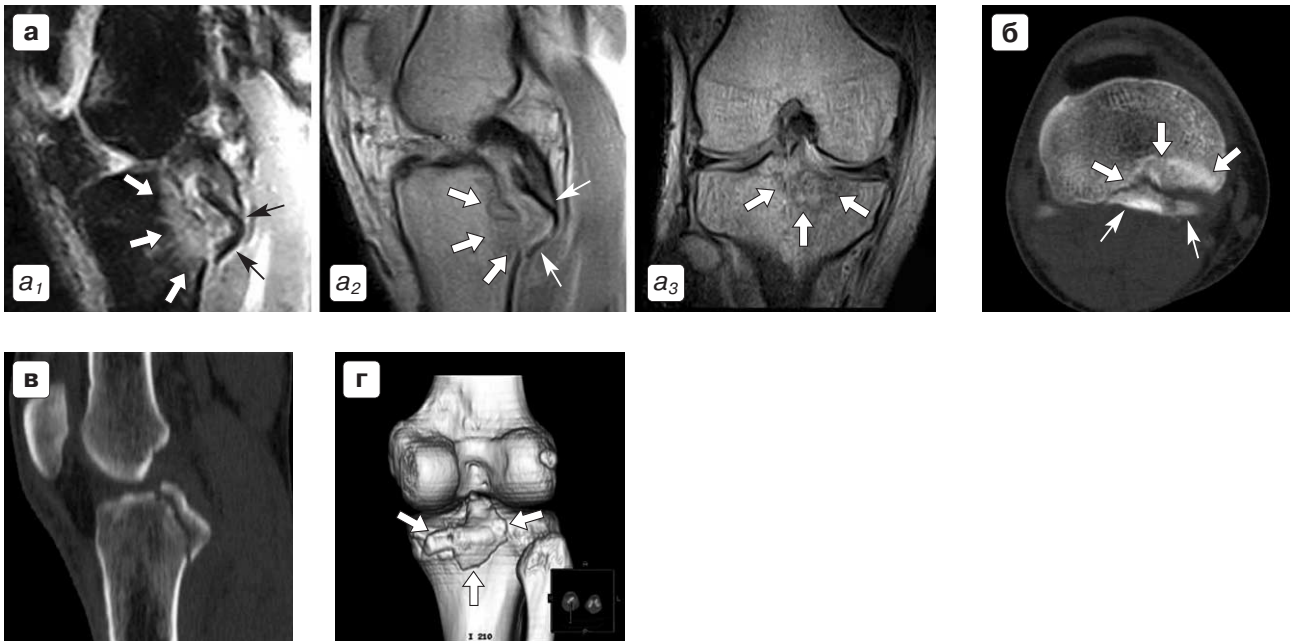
МР-томограммы большого Д.
